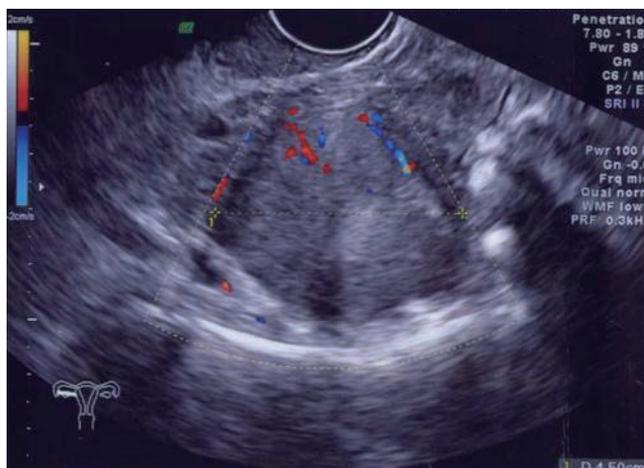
超音波像 血流を認める右卵巣腫瘍を認めた。
